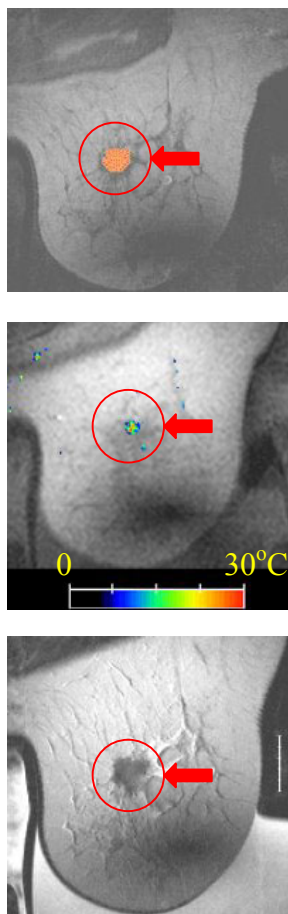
Patientenbehandlung mit FUS unter MRT-Kontrolle: MRT-Planungsaufnahme mit eingezeichneten Beschallungspunkten (Oben), Temperaturkarte (Mitte), MRT-Kontrollaufnahme nach Therapieende mit Kontrastmittelgabe (Unten). Deutlich ist hier der Durchblutungsstopp als hypointenser Bereich zu sehen.
